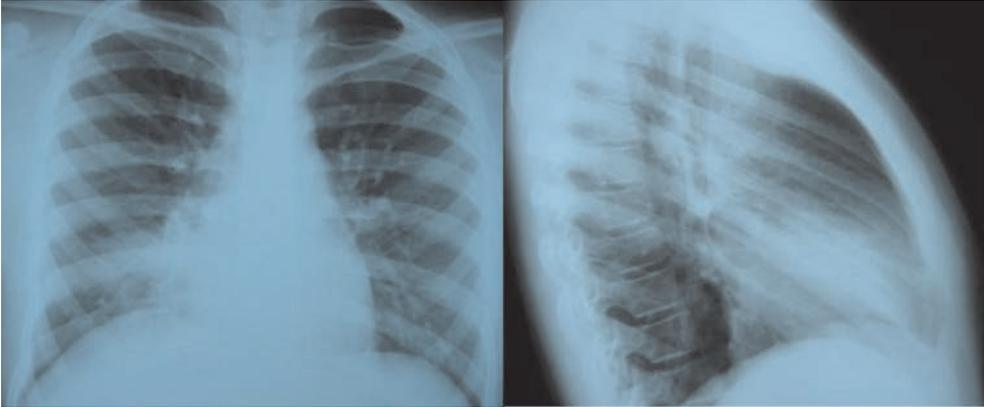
Imágenes de radiografía anteroposterior y lateral del cuerpo extraño asociado a consolidación y aumento de la trama vascular parahiliar derecha previa a la extracción.
